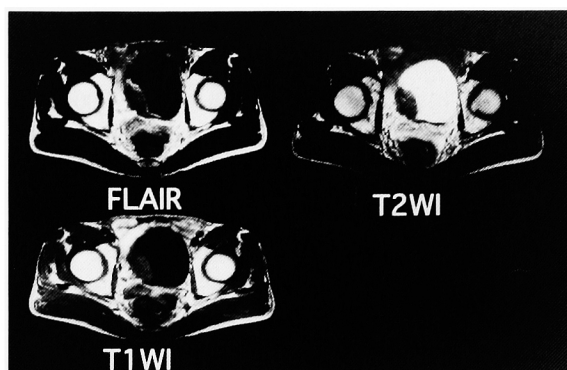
On the FLAIR image, the tumor outline was clear and its protrusion into the bladder lumen could also be identified. In addition, there was a strong contrast between the tumor and the bladder wall, suggesting that FLAIR images might also be useful for detecting infiltration. The pathological diagnosis was G3 pT1b TCC.
